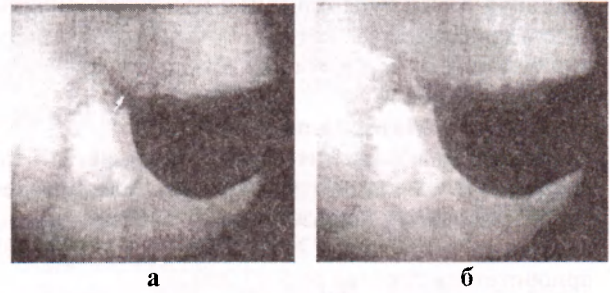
Рентгенография желудка и ДПК
